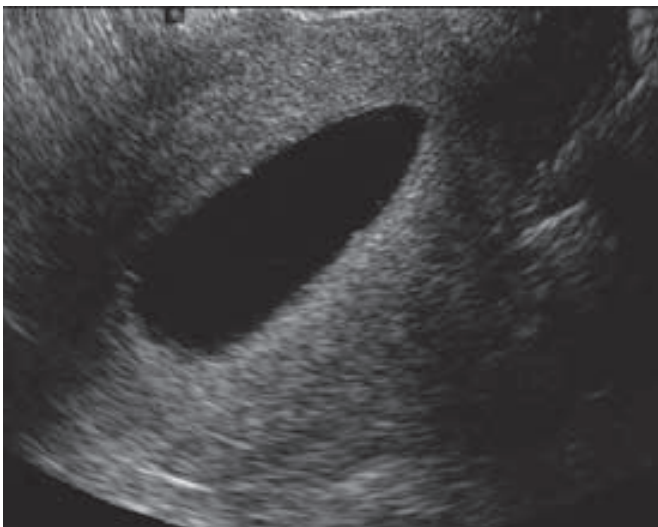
Ecografía con solución salina de una cavidad endometrial sana. (Cortesía de la Dra. Elysia Moschos.)
